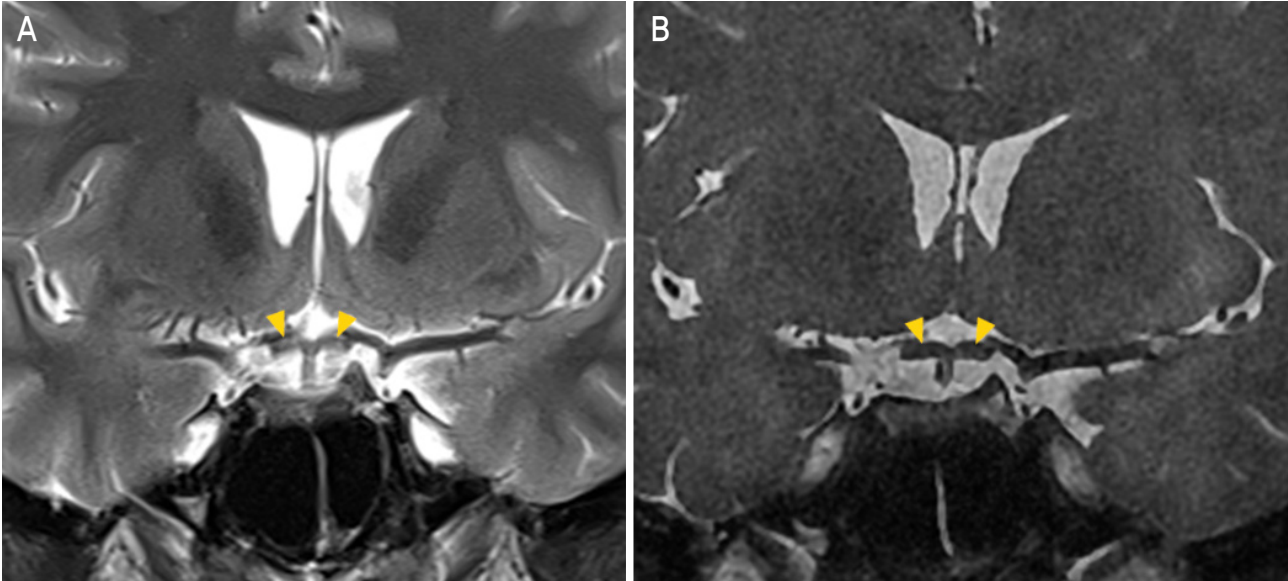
Magnetic resonance imaging of the patient 3 weeks after presentation shows an irregular, focal high signal intensity (arrowheads) in the optic chiasm (A). Two weeks later, the abnormal signals had markedly resolved (B).
